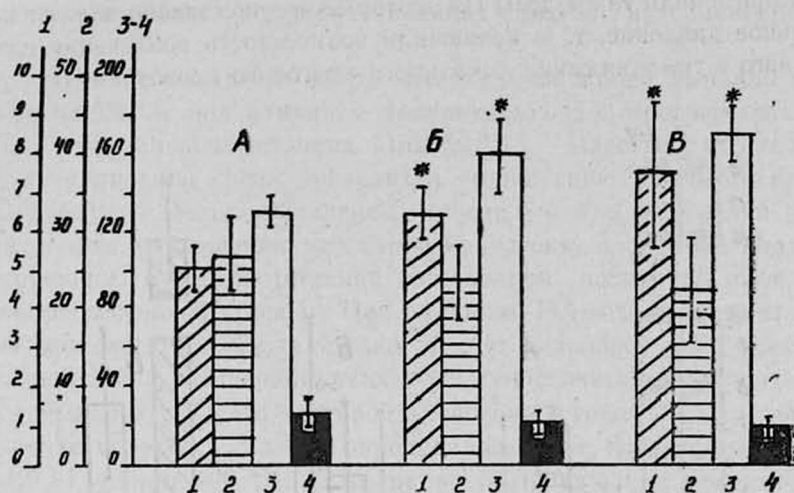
Влияние норадреналина (5 мкг/кг) на количественные изменения локального мозгового кровотока. Обозначения (здесь и на рис. 4): 1—цереброваскулярное сопротивление в мм рт. ст./мл/мин/100 г; 2—локальный мозговой кровоток в мл/г/мин (средние данные); 3—среднее артериальное давление в мм рт. ст.; 4—напряжение артериальной CO_2 в мм рт. ст.; А—фон; Б—инъекция норадреналина; В—инъекция норадреналина в условиях инфузии индометацина; *—статистически значимое изменение ($P < 0,05$) по сравнению с фоном.
